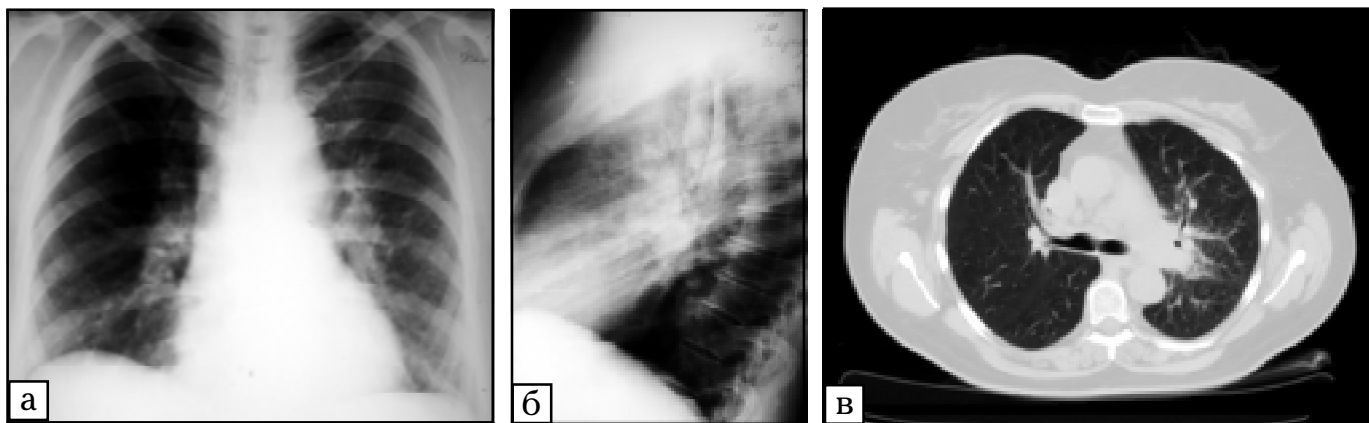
Хвора В., 50 років. Дрібноклітинний РЛ зліва, центральна форма, T2N2M0 — III стадія: а, б — рентгенографія у прямій та лівій бічній проєкціях: типова картина пухлини верхньої частки та кореня лівої легені; в — СКТ — типова картина РЛ, з ураженням кореня, гіповентиляцією верхньої частки, звуженням та товстими стінками бронха
